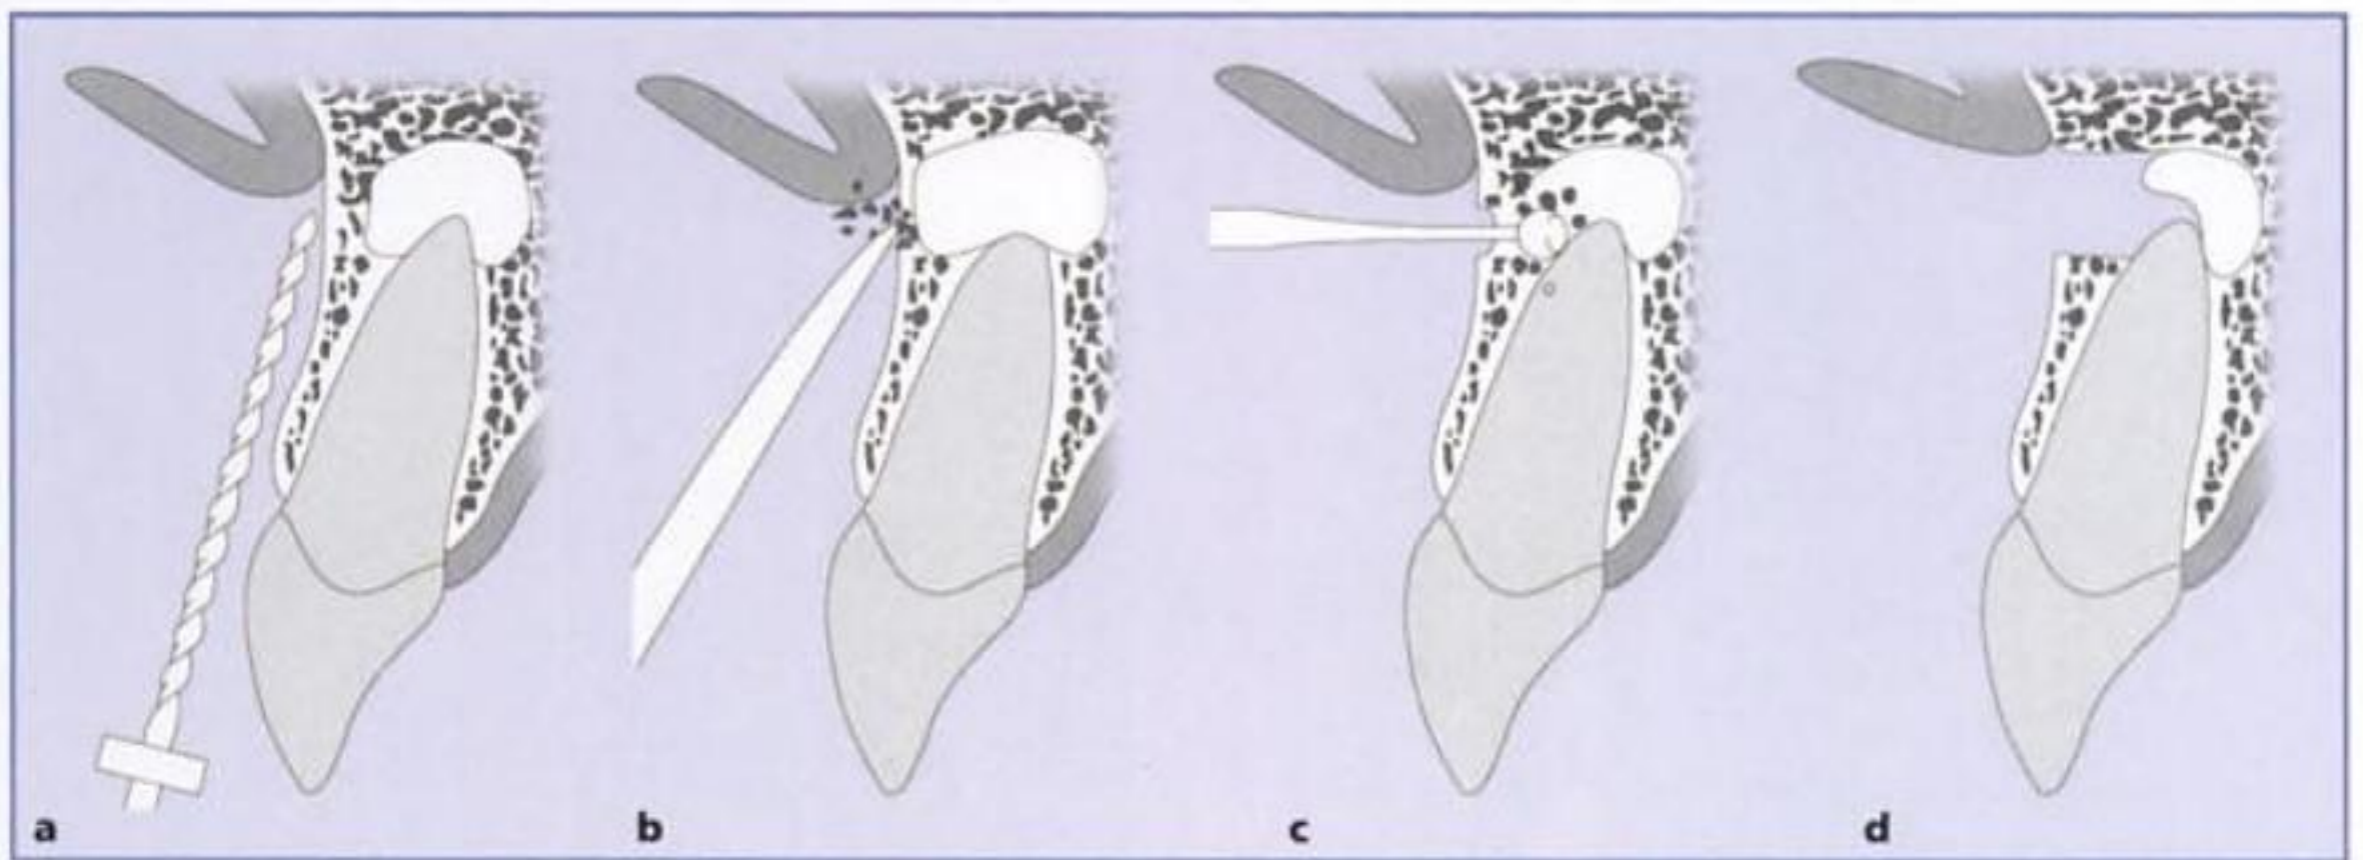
Individualización del ápice radicular y osteotomía: a) identificación de la localización del ápice mediante medición de la raíz sobre una radiografía intraoral; b) remoción manual de la cortical ósea cuando está erosionada por la misma lesión periapical; c) osteotomía final mediante fresa redonda en presencia de una cortical íntegra; d) identificación del ápice y de la lesión.
